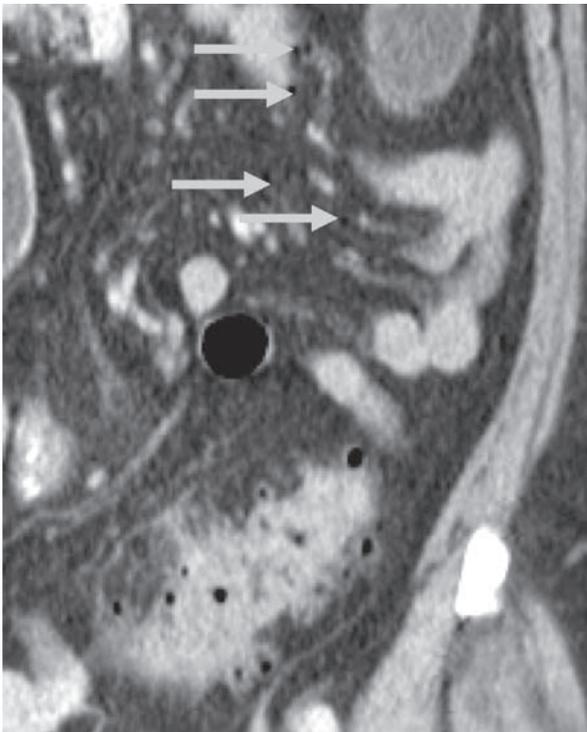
75-jährige Patientin: mehrere Tage verschlepptes akutes Abdomen, jetzt unklare klinische Befunde. CT (Ausschnittsvergrößerung einer koronaren Sekundärrekonstruktion): freie intraperitoneale Luftblasen im mesenterialen Fett (Pfeile), Divertikel des Colon sigmoideum mit Umgebungsreaktion.
